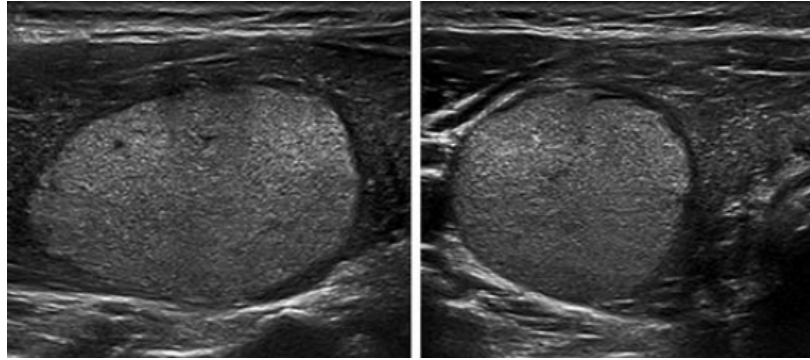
Aspect échographique EU-TIRADS 3 : nodule hyperéchogène, ovale avec des contours réguliers en coupe longitudinale (gauche) et transversale(droite)[30]
